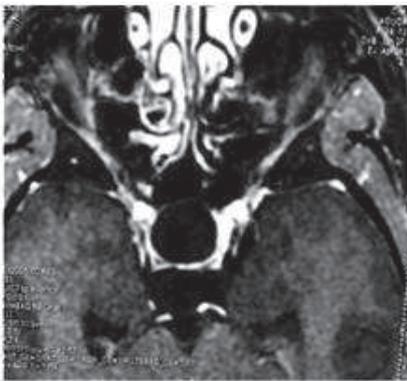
IRM cérébrale en T1 en coupe axiale
